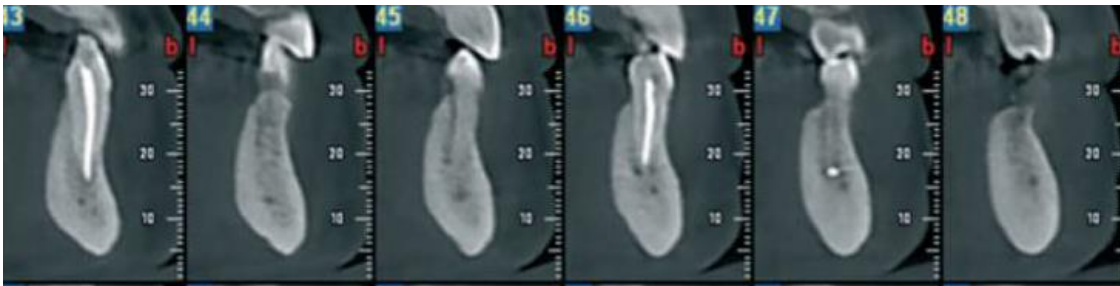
¹³ Cortes coronales del segmento de diente 34, en el cual no se detecta el contacto con el canal mandibular (Tomada de: Gambarini. G, et al, Differential diagnosis of endodontic-related inferior alveolar nerve paraesthesia with cone beam computed tomography: a case report).
